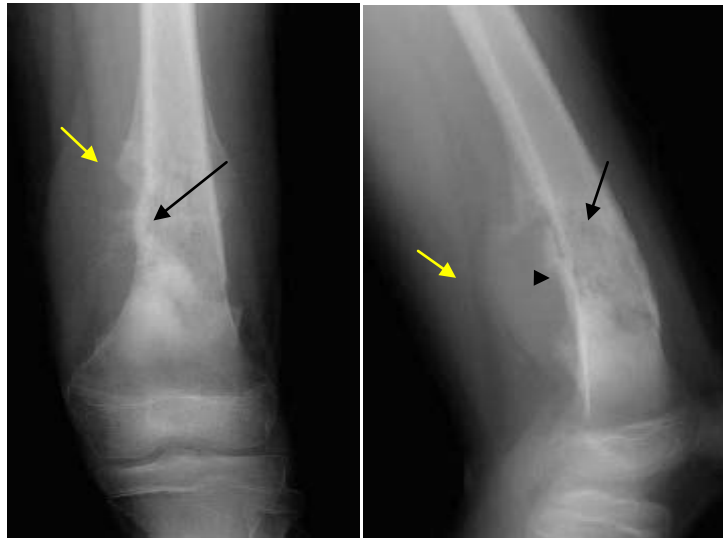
Radiographie de face et de profil : ostéosarcome ostéogénique du fémur chez un adolescent de 12ans, lésion osseuse mixte (flèche noire), avec réaction périostée discontinue en éperon de Codman (flèche jaune), avec rupture de la corticale (tête de flèche), et densification des parties molles en regard.
